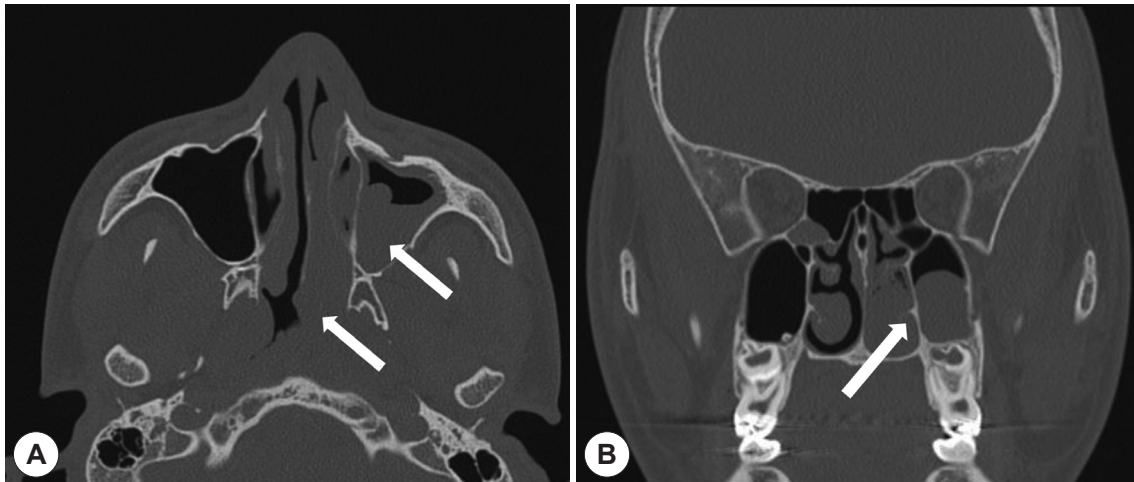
Preoperative computed tomography scan. Left nasal cavity antrochoanal polyp and obstruction of ostiomeatal unit causing maxillary sinusitis (white arrow). A: Axial view, B: Coronal view.
